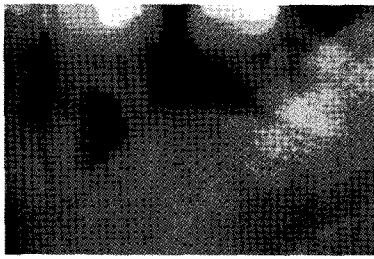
Tunneling of #36: postoperative radiograph and photo (25 months).
